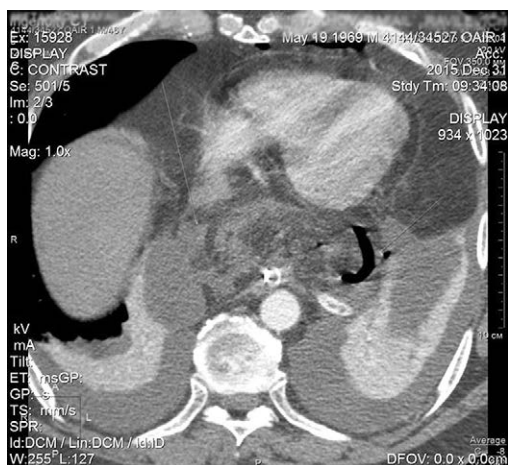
Компьютерная томограмма грудной клетки пациента X. от 31.12.2015. По ходу пищевода в нижнем этаже заднего средостения скопление жидкости 51×89 мм. Слева от скопления жидкости дренажная трубка. В обеих плевральных полостях свободная жидкость. Правосторонняя нижнедолевая пневмония. Двусторонний гидроторакс
